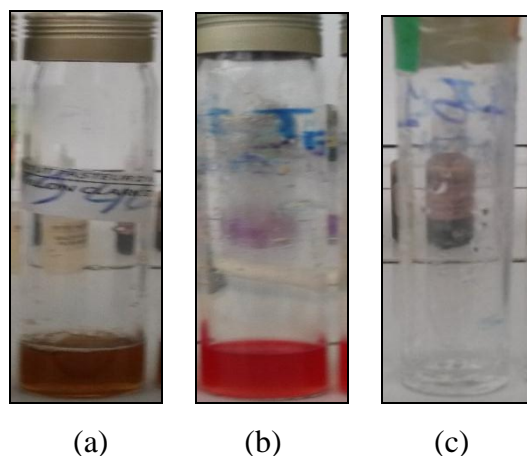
Test VP (a)- RM(b)- ONPG(c) avec la souche mutante.
